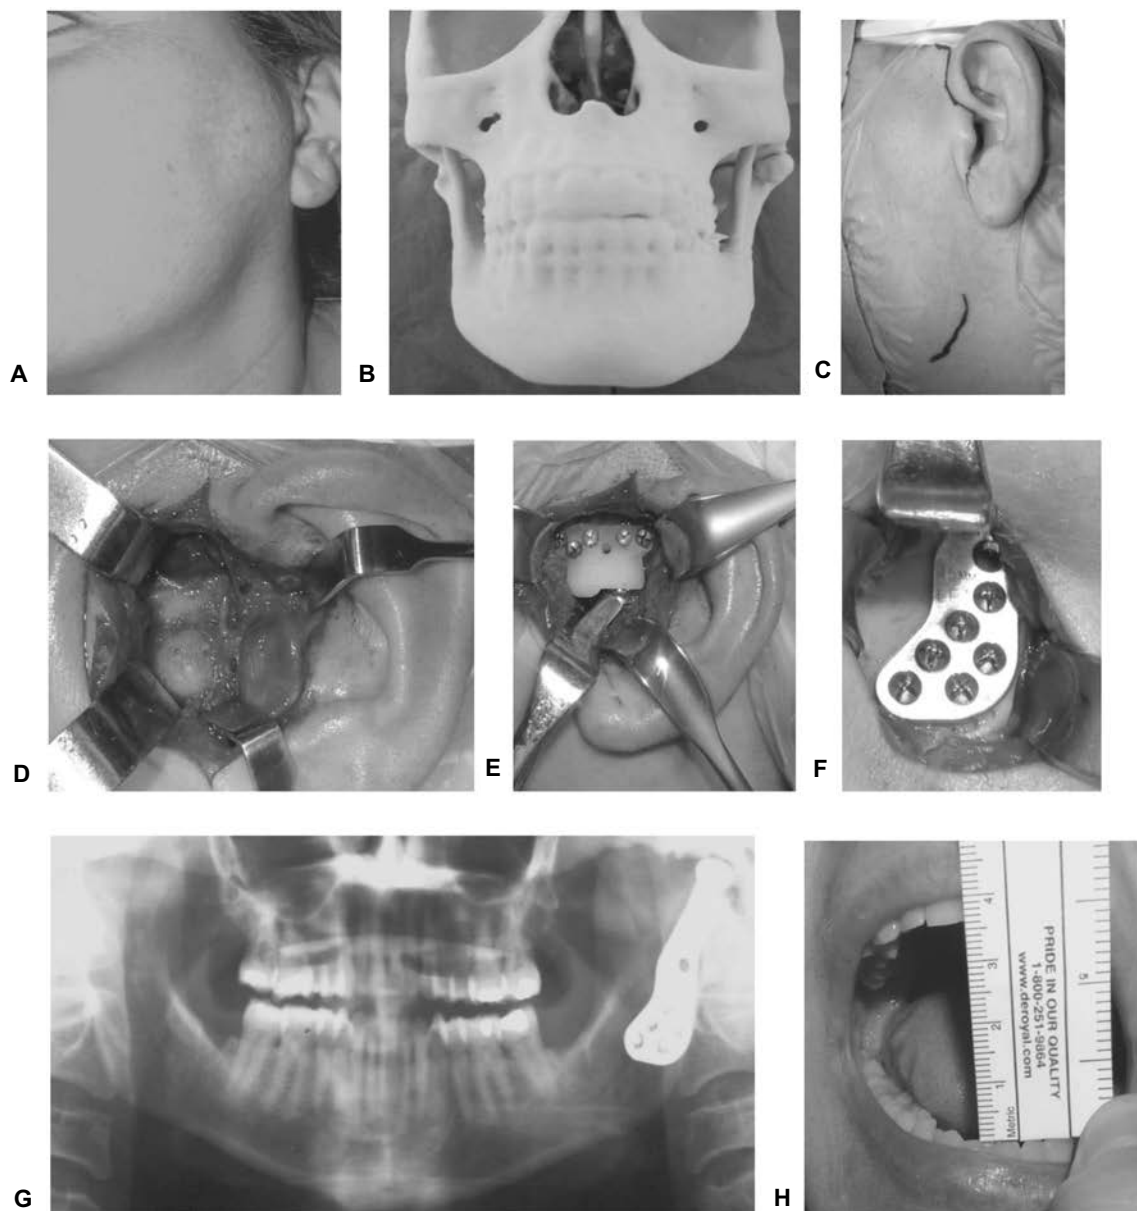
Paciente con aumento de volumen preauricular izquierdo (A). Estereolitografía con tumor en cóndilo derecho (B). Diseño de abordaje preauricular endaural y abordaje retromandibular (C). Lesión ósea de cóndilo izquierdo (D). Colocación de implante de cavidad glenoidea y posición de la cabeza condilar en la fosa (E). Fijación de implante de rama y cóndilo mandibular izquierdo (F). Radiografía panorámica posquirúrgica, se observa colocación de prótesis total articular izquierda (G). Apertura bucal en el control posquirúrgico (H).
